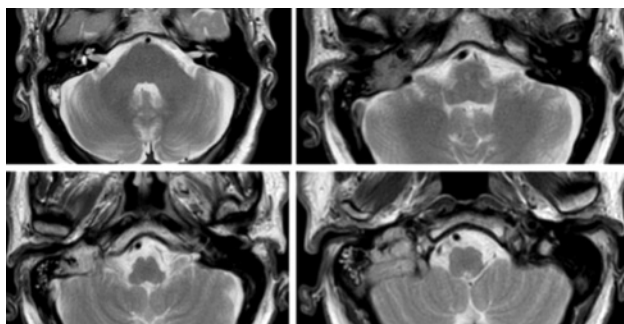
RMN craneoencefálica: Lesión ocupante de espacio localizada a nivel de base de cráneo derecha, adyacente y posterior a vena yugular derecha, ampliamente relacionada con agujero rasgado posterior y oído medio. Realce tras la administración de contraste paramagnético, que presenta unos diámetros máximos aproximados de 31,5 x 27,3 x 27,1 mm., relacionada con paraganglioma yugulotimpánico.
